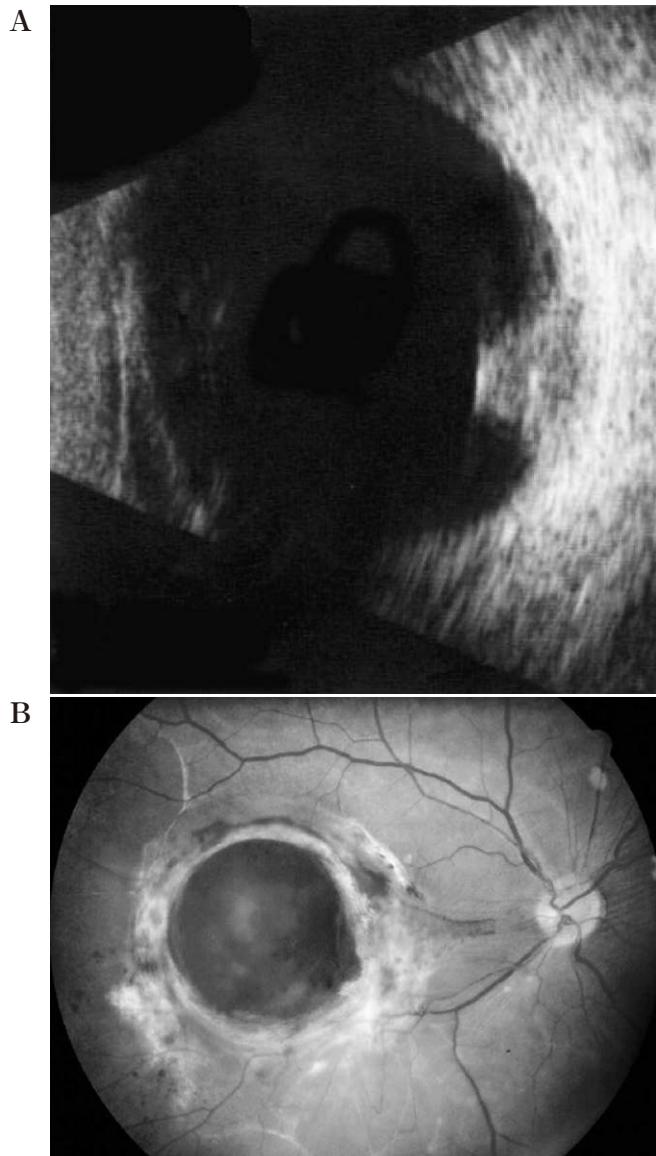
赤外線レーザー光凝固後の超音波断層像および眼底写真.
